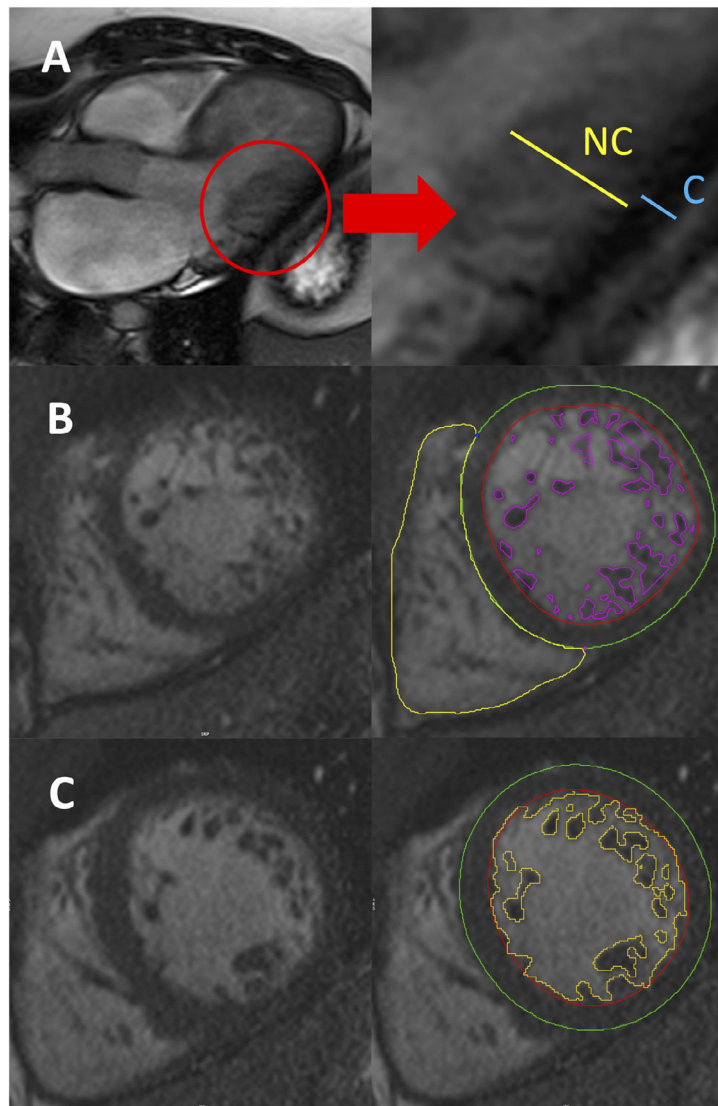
Criterios diagnósticos del miocardio no compactado con resonancia magnética cardiovascular. A: medición del grosor de la pared de las capas de miocardio compactado (C) y no compactado (NC) en una proyección del eje longitudinal al final de la diástole (criterios de Petersen). B: borde endocárdico (rojo) y epicárdico (verde), incluido el contorno semiautomático de las trabéculas (morado) para cuantificar la masa trabeculada, en una proyección del eje corto (criterios de Jacquier). C: contorno endocárdico (rojo) y epicárdico (verde), incluido el contorno semiautomático de las trabéculas (amarillo) para el análisis fractal, en una proyección del eje corto (criterios de Captur).
